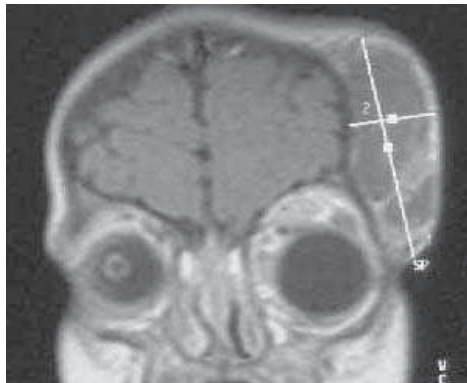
IRM, hémolymphangiome fronto orbitaire gauche
